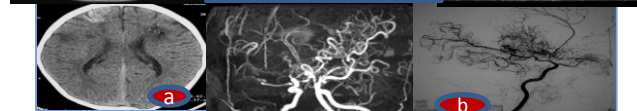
TDM cérébrale C-, ARM et artériographie (cas n.2)
